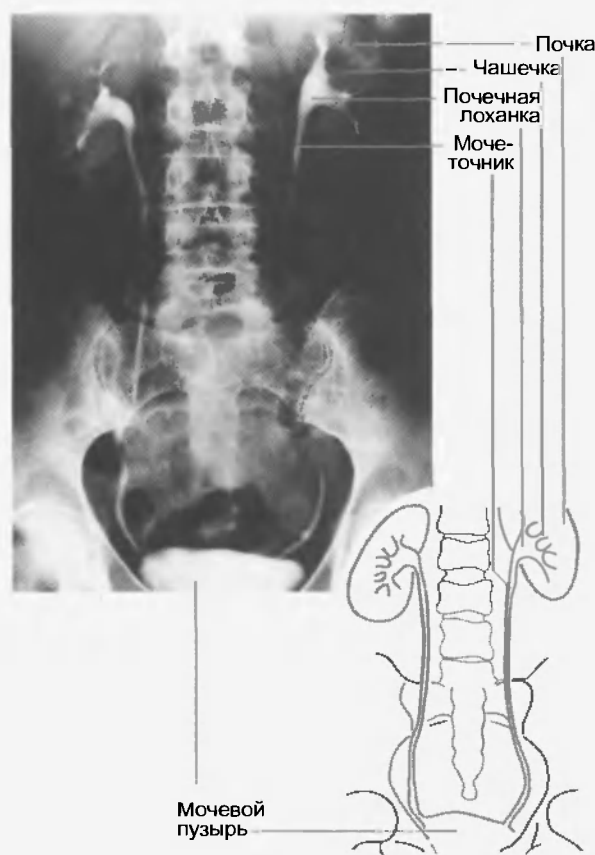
Мочевыводящие пути. В результате введения пациентам контрастных веществ, быстро выводимых в результате канальцевой секреции и в большинстве своем содержащих йод, мочевыводящие пути становятся видимыми на урограмме. Моча собирается в чашечках и попадает через почечную лоханку и мочеточники в мочевой пузырь. Отток мочи обеспечивается перистальтикой мочеточников, она различима в левом мочеточнике (справа на рисунке) — прерывание контура (рентгенограмма: Г. Шиндлер)
